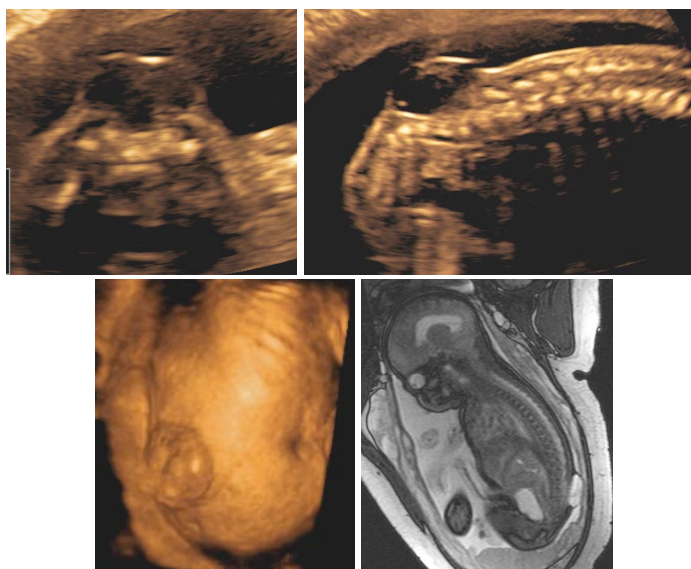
Espina bifida: a) Visión axial, b) Visión sagital. c) Imagen 3D. d) Resonancia magnética.
